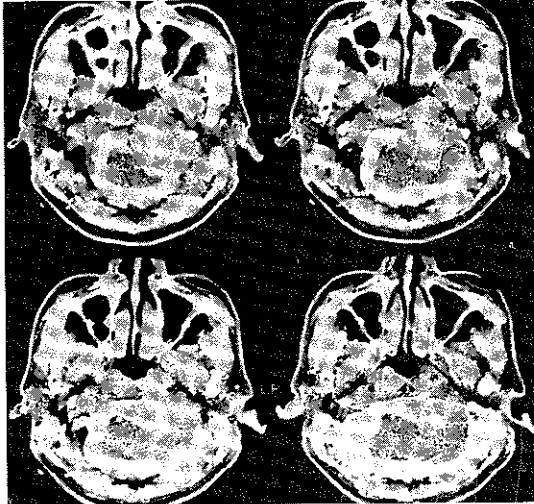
CT scan shows well-marginated, septated, osteolytic lesion on the left skull base.
